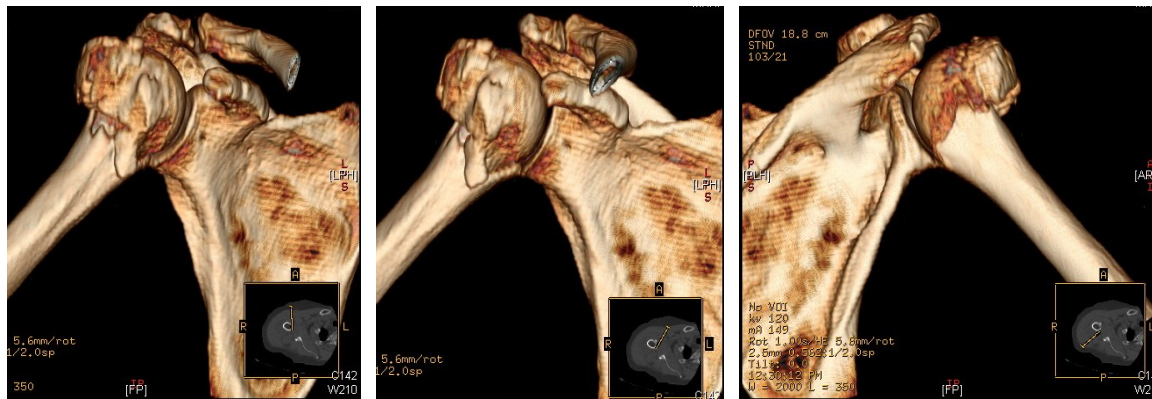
Beispiel einer 3-D- CT-Rekonstruktion einer impaktierten 3-Fragmentfraktur, proximaler Humerus mit a.-p.- (li), 45° (Mitte) außenrotierter und p.-a.-Darstellung (re. Ansicht von dorsal) eines rechten Schultergelenkes
